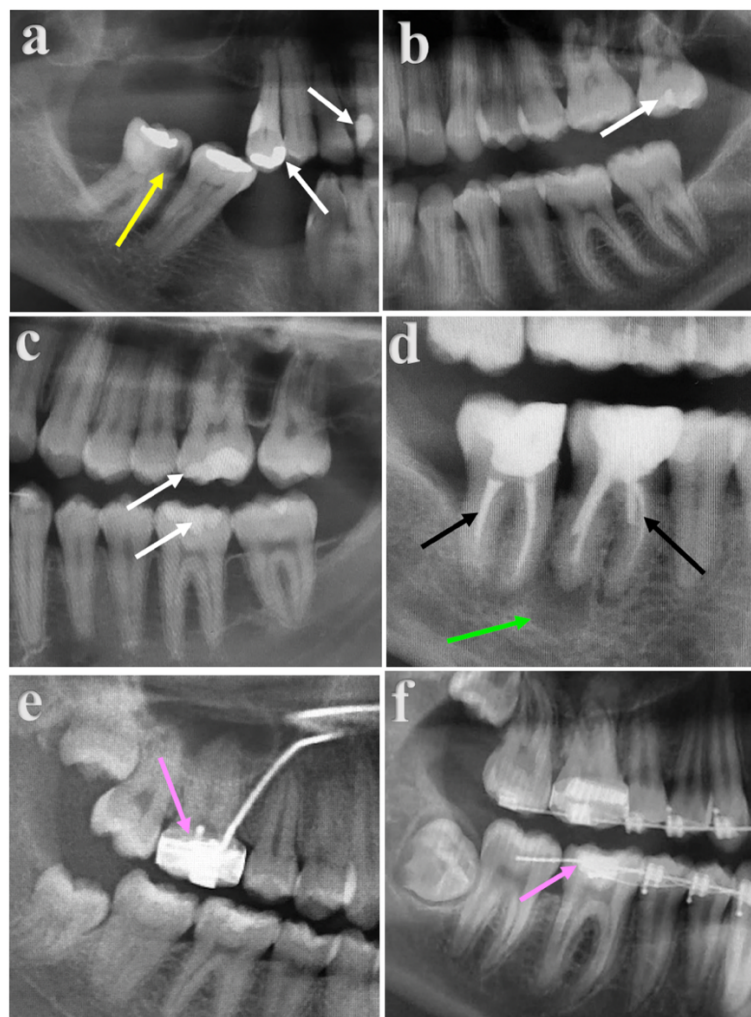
Interpretação das imagens radiográficas: Conjunto de recortes das ortopantomografias aproximadas identificando imagens compatíveis com materiais restauradores radiopacos (seta branca) em (a), (b) e (c) e imagem radiolúcida compatível com lesão de cárie dentária (seta amarela) em (a), imagem radiopaca compatível com material restaurador endodôntico (seta preta) em (d), imagem radiolúcida compatível com lesão periapical (seta verde) em (d) e imagem radiopaca compatível com aparelhos ortodônticos (seta rosa) em (e) e (f).
